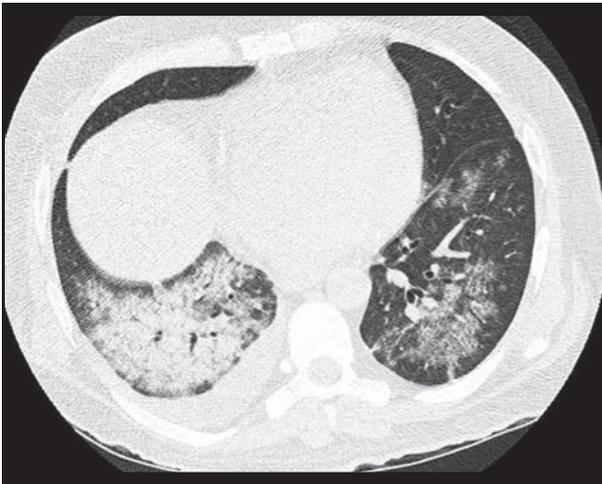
TC de tórax (janela para pulmão) evidenciando focos com atenuação em vidro fosco e áreas de consolidação nos lobos inferiores.
